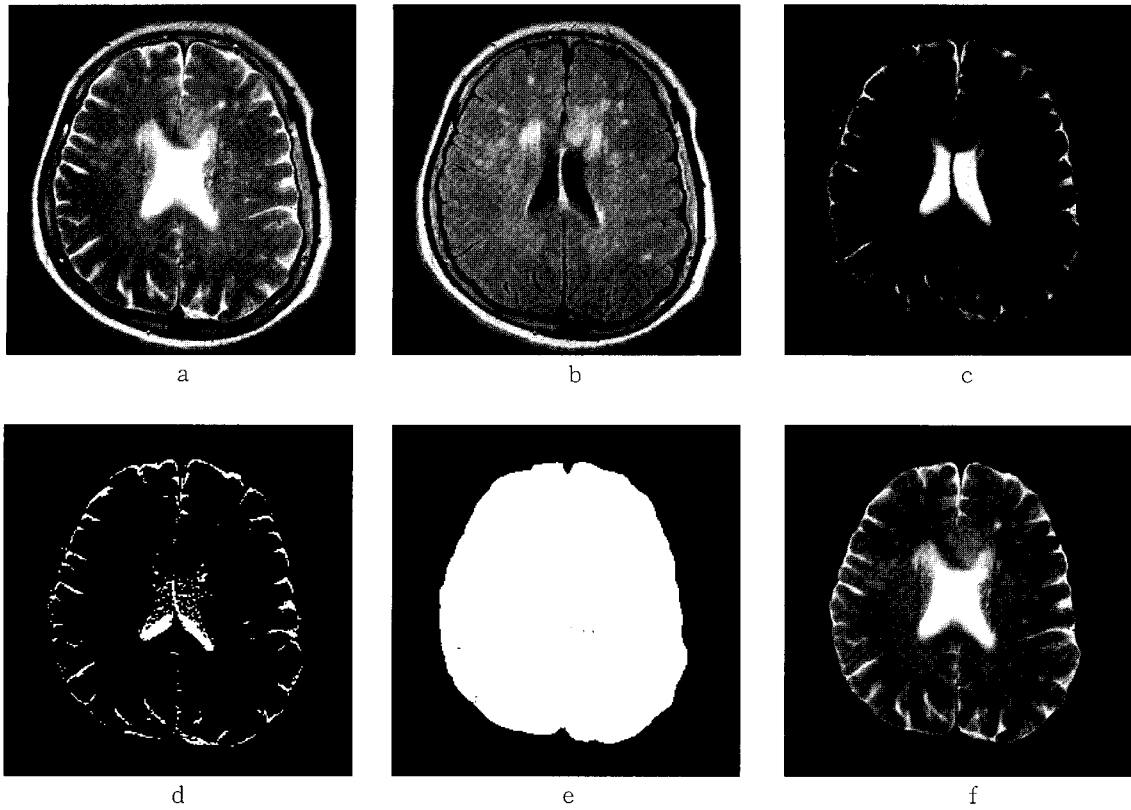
a. T2 - weighted image b. FLAIR image c. Difference image T2WI between FLAIR
